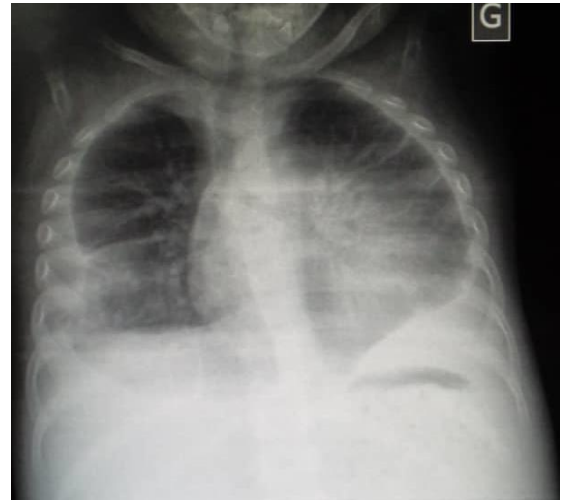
Radiographie du thorax de face montrant une opacité pleurale bilatérale d'allure liquidienne
